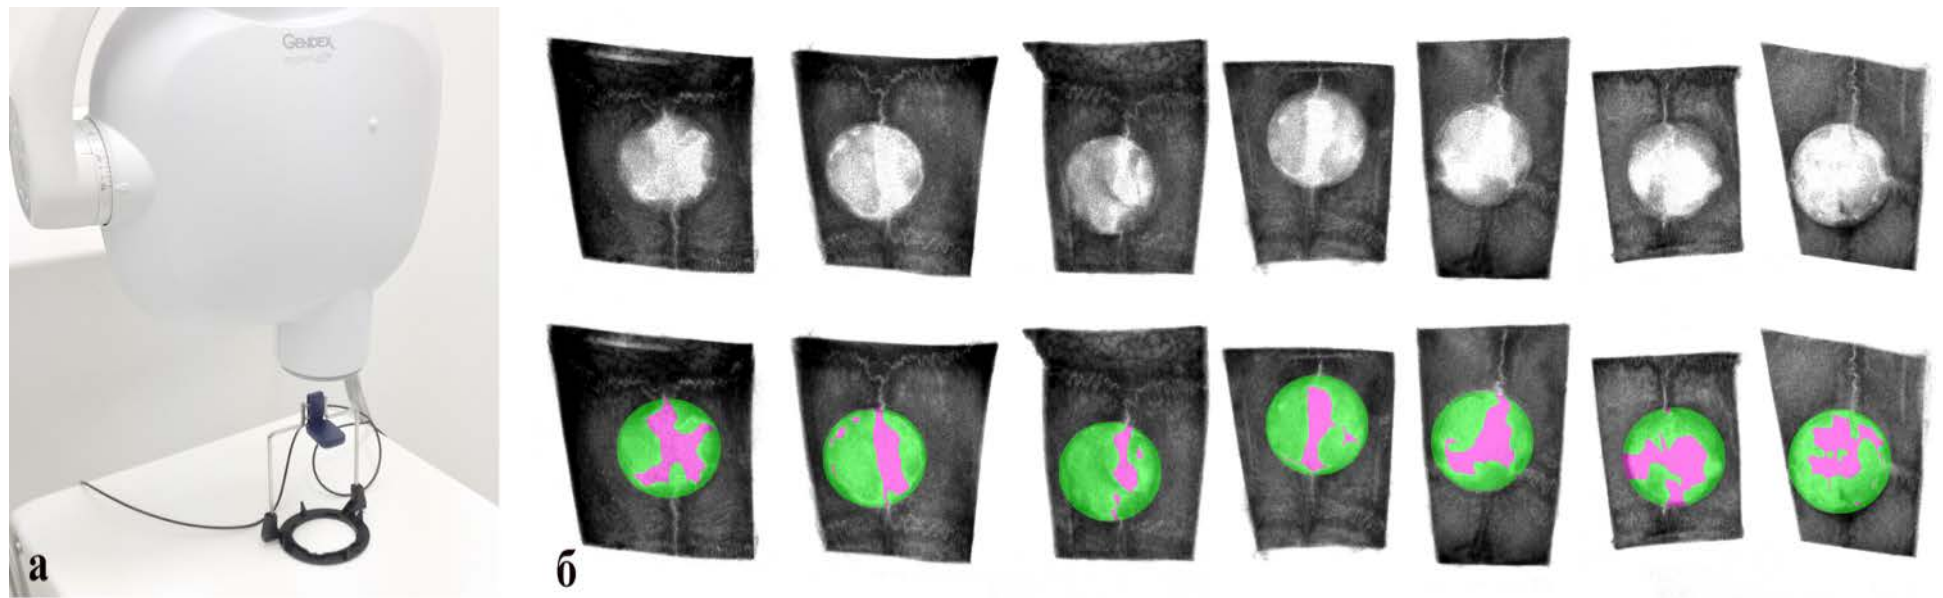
Прицельная рентгенография образцов. а - Организация рабочего места. Штатив для позиционирования датчика собран из направляющих, входящих в комплект к прибору. б - Выделение на рентгенограмме области дефекта (розовый цвет) и образованного регенерата (зелёный цвет).
